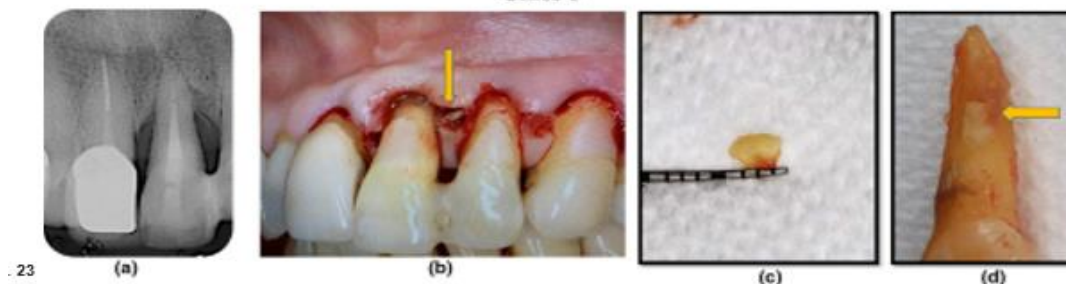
En la imagen (a) se aprecia una radiografía periapical del OD 21 donde se presenta pérdida ósea vertical en la cara mesial y distal, hay bolsas profundas periodontales, se asocia a un desgarro de cemento radicular; (b) se decide hacer tratamiento quirúrgico, donde en el desbridamiento se confirma la presencia de un desgarro de cemento radicular; (c) se extrae el fragmento de cemento radicular; (d)
